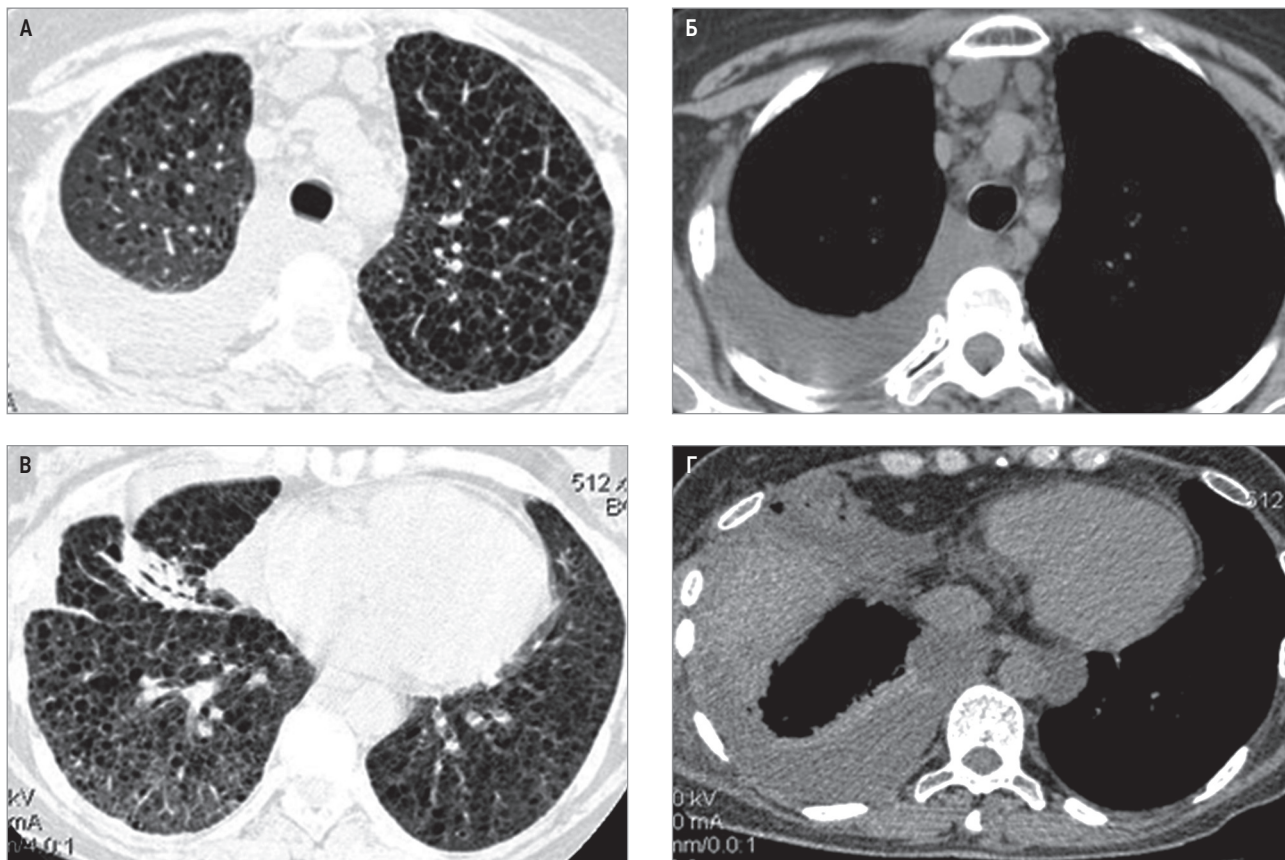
Компьютерная томография органов грудной клетки: А, Б – диффузная форма лимфангиолейомиоматоза легких, правосторонний хилоторакс; В, Г – положительная динамика в виде исчезновения правостороннего хилоторакса через 2 мес. на фоне лечения ингибитором мишени рапамицина млекопитающих
